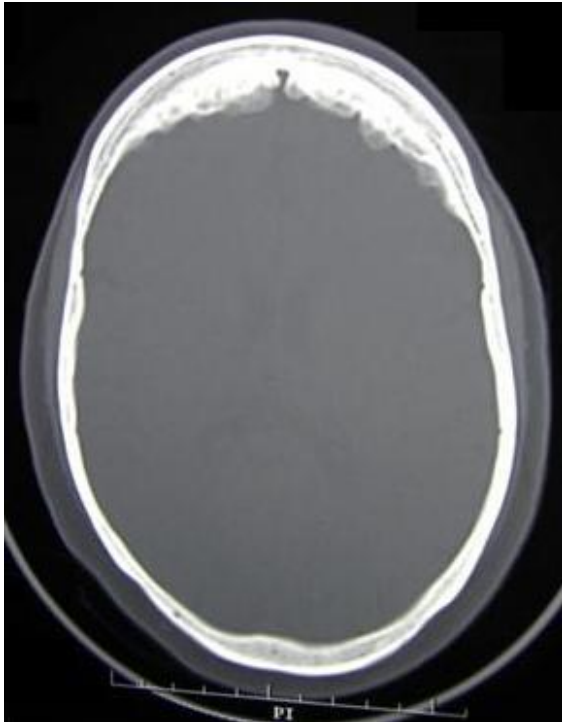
TC cráneo, corte axial. Engrosamiento nodular bilateral de la tabla interna del hueso frontal, sin afectación de línea media y preservación de superficie externa del cráneo y duramadre.
